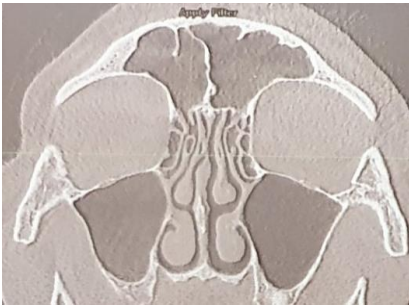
КТ параназальних синусів, фронтальна проєкція
